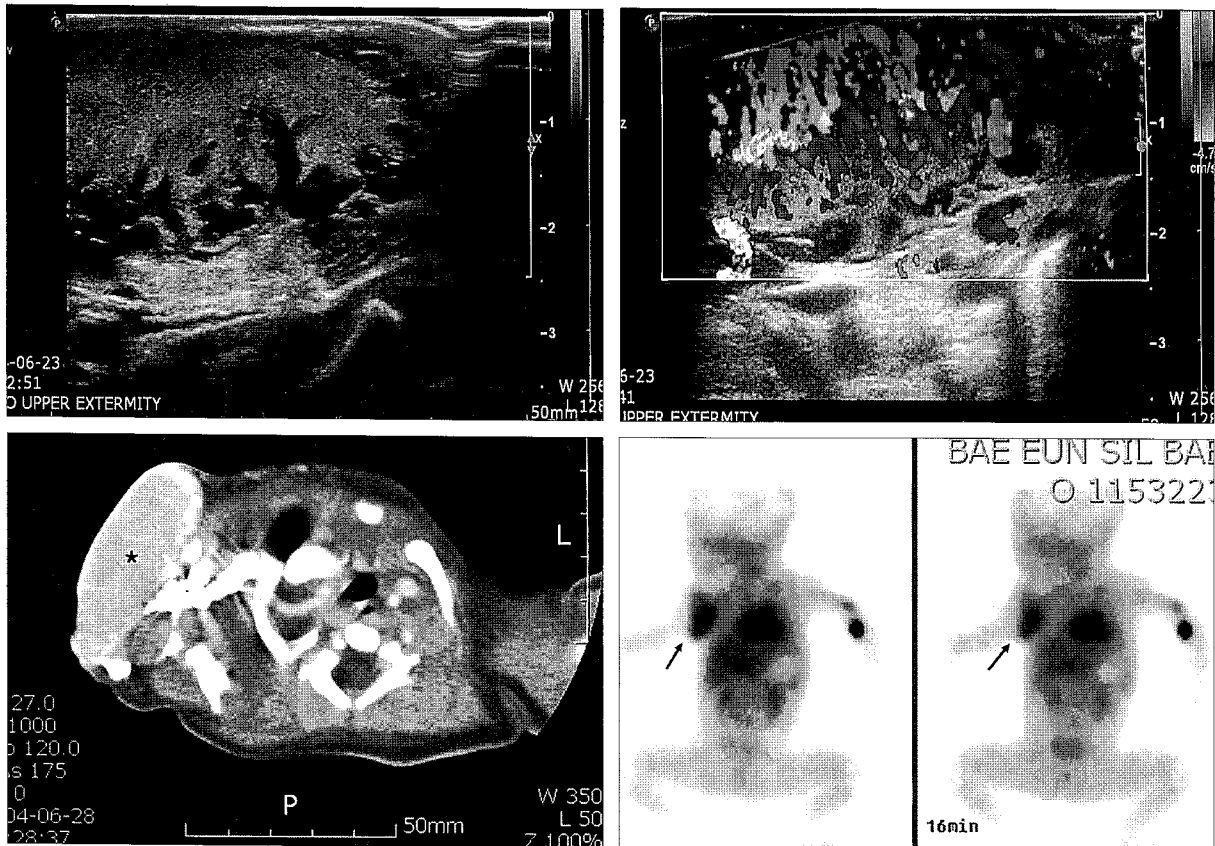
(Above, left) A ultrasonography show a large lobulated hyperechoic mass. (Above, right) Color Doppler sonogram shows prominent blood flow in the mass. (Below, left) CT scan shows a large, well defined mass with a peripheral enhancement that spreads toward the center. (Below, right) Whole body scan with Tc-99m labeled RBC shows a mass of increased accumulation of Tc-99 m RBC in Right axilla(arrow).
